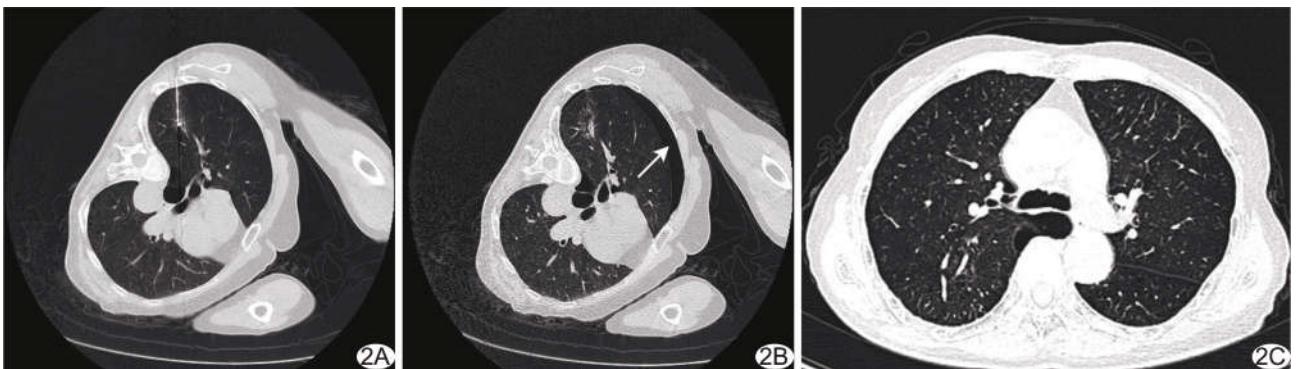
对照组, 患者女, 65 岁, 右肺单发小结节 A. 同轴套管同针道微波消融 (相同针道法) 前; B. 胸部 CT 平扫显示病灶周缘外出现宽 0.5~1.0 cm 磨玻璃影, 提示结节消融完全, 出现少量气胸 (箭); C. 术后 6 个月 CT 平扫未见病灶
